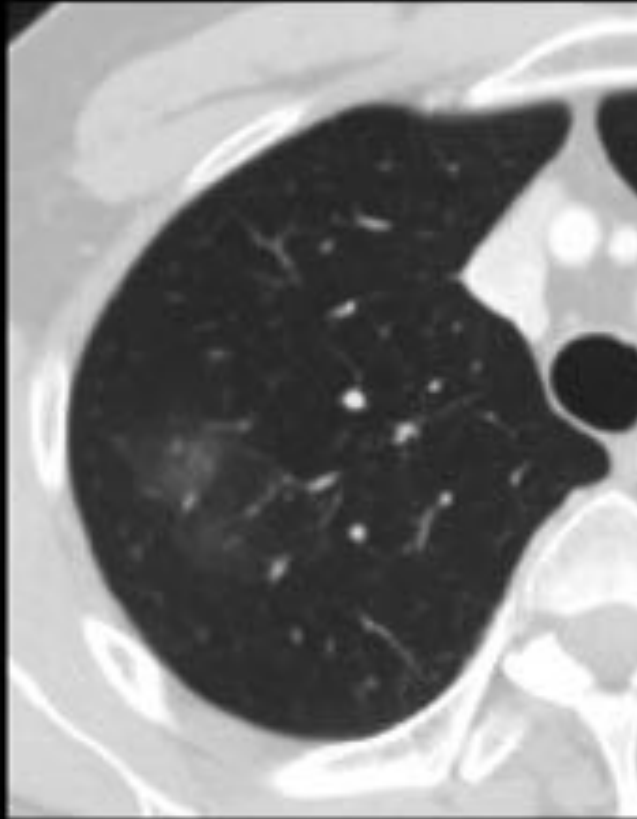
TC corte axial con ventana de pulmón. Nodulo en VD puro $> 5\text{mm}$ en LSD. Debe de realizarse un TC a los 3 meses para determinar si persiste porque los nódulos subsólidos pueden desaparecer en los controles de seguimiento. Si persistiera, hay que vigilarlo anualmente con una TC de control durante un mínimo de 3 años.
